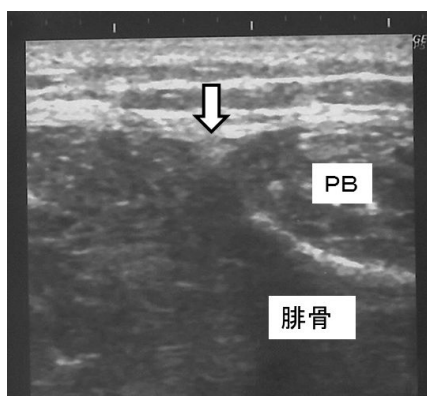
超音波による浅腓骨神経(矢印)の同定 PB: 短腓骨筋
